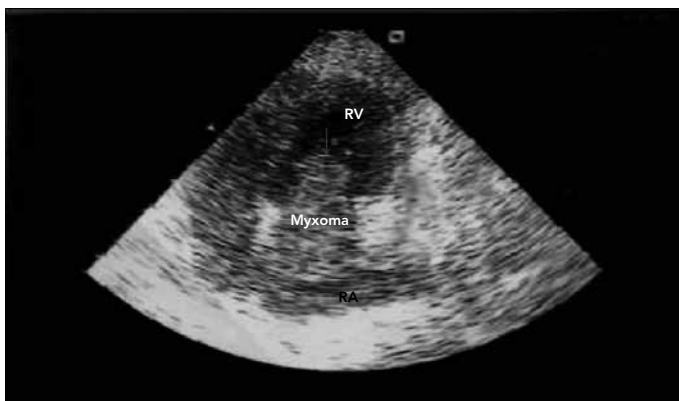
Transthoracic two-dimensional echocardiography: The mass apical for chamber view showing the right atrial myxoma (arrows) RV: Right ventricle, RA: Right atrium
